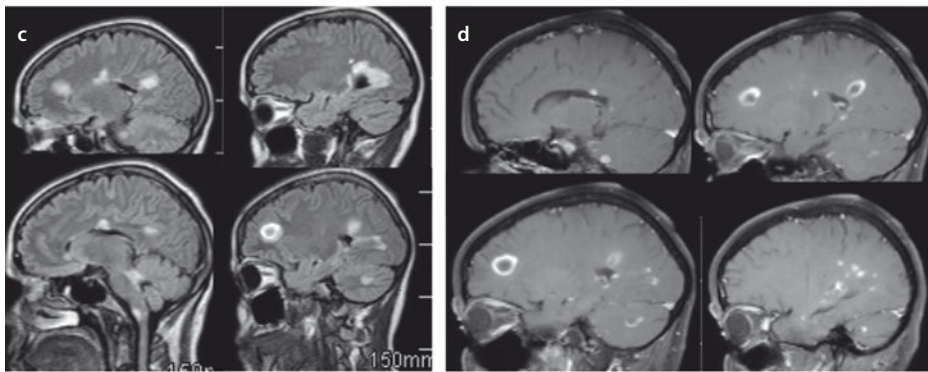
Verlaufs-MRT Fall 1. a 09/2006, b 03/2007, c Balkenatrophy, d 07/2007, e 11/2007, f 08/2008, g 12/2009
